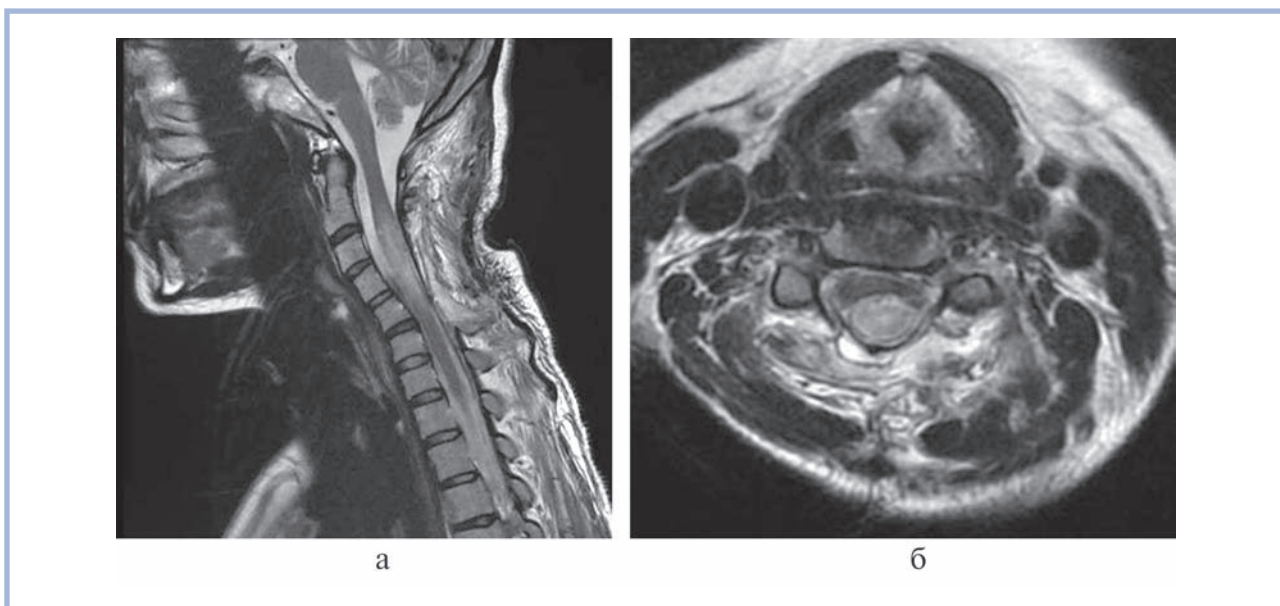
Послеоперационное МРТ-исследование шейного отдела спинного мозга, выполненное в режимах T1, T2 в сагитальной (а) и аксиальной (б) проекциях, остатков кисты не выявлено, зона вазогенного отека и ишемии на шейном уровне уменьшилась в размерах.
